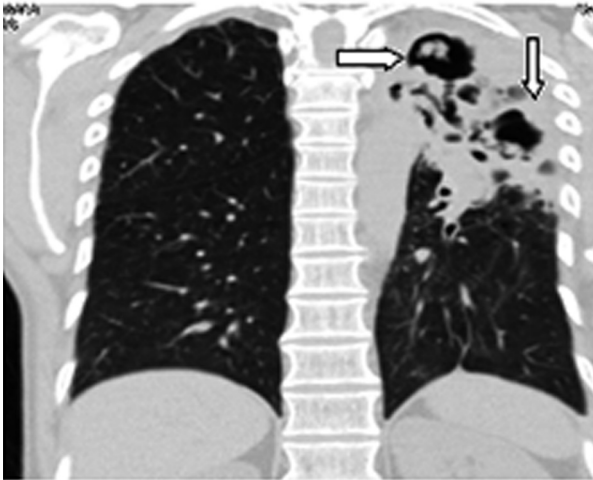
Tomografía axial de tórax, reconstrucción coronal: las flechas señalan dos de los aspergilomas en distintas cavidades
